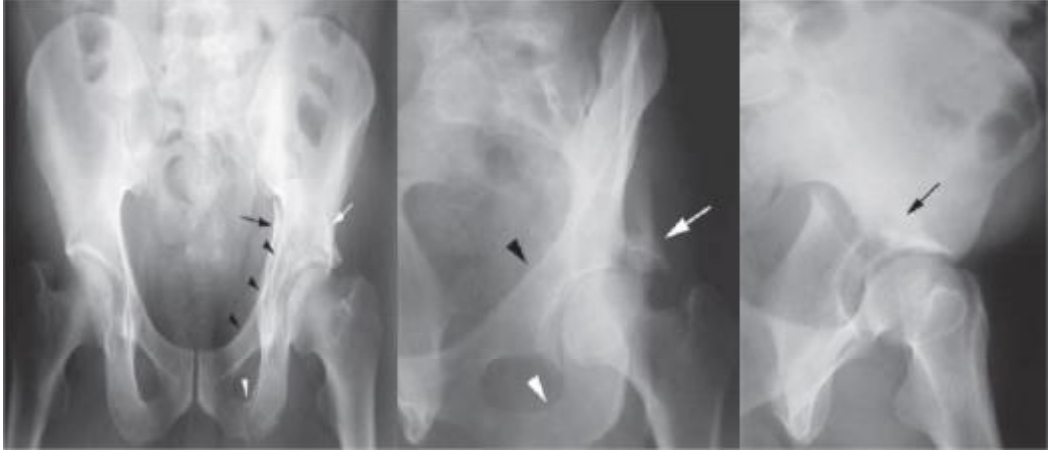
Transver Kırık Radyografisi ve BT Görüntüsü
